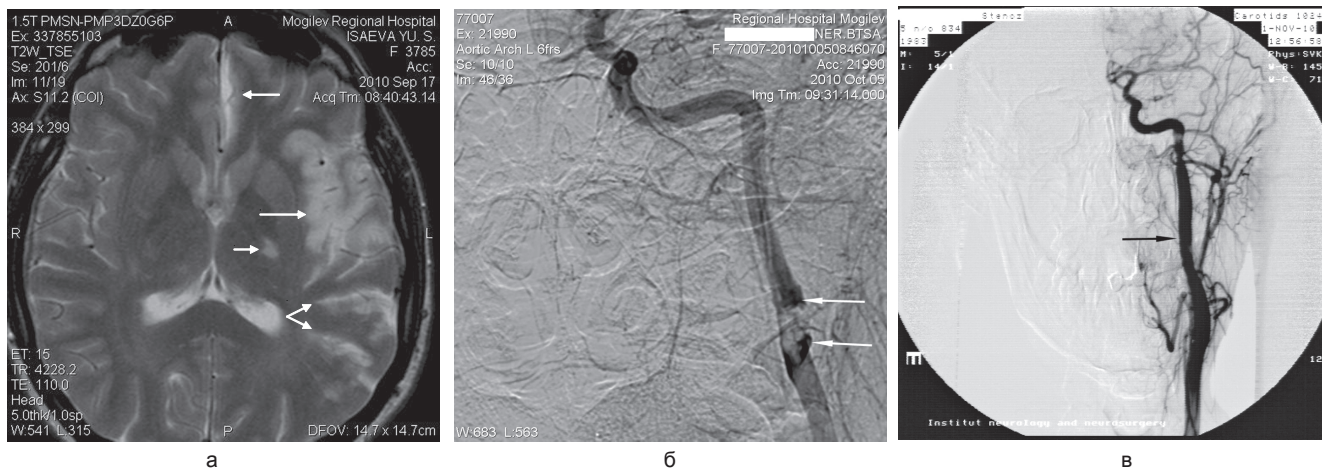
Пациентка И. МРТ головного мозга: а — мультифокальные инфаркты (стрелки) в левом каротидном бассейне. Каротидная ангиография слева: б — субтотальный стеноз ВСА, внутрисосудистый тромб в области диссекции, субинтимальная задержка контраста; в — контрольная ангиография после стентирования — просвет ВСА восстановлен
